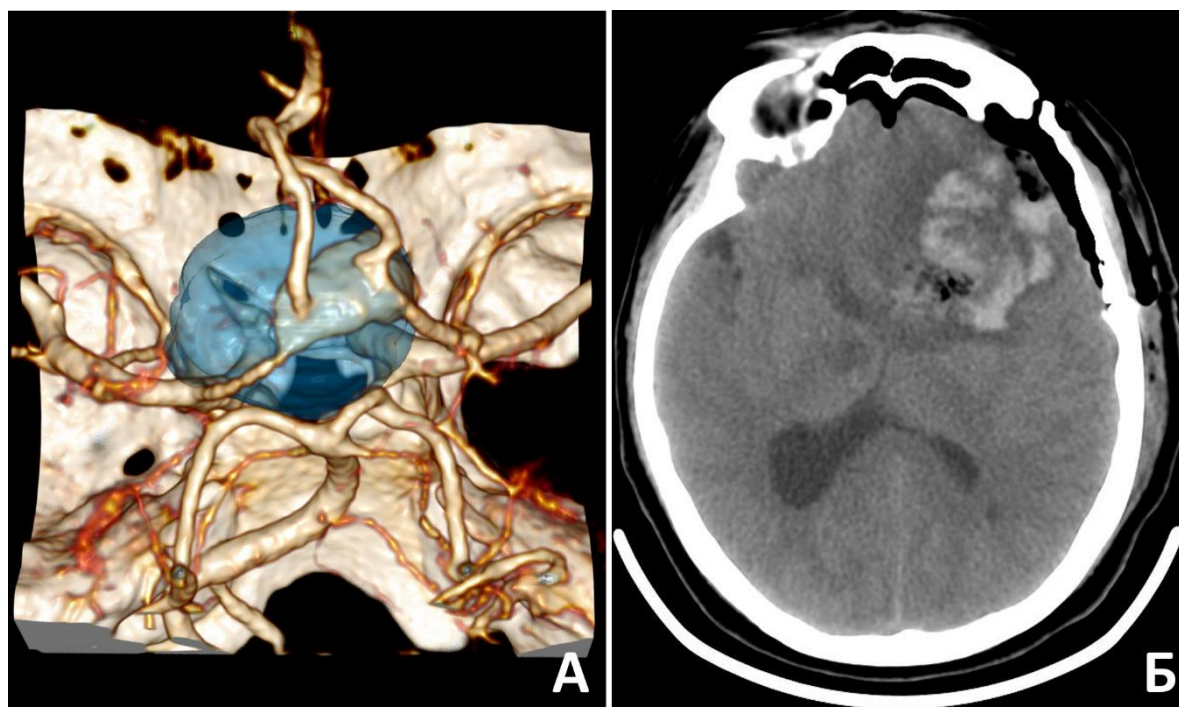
Развитие крупной тракционной гематомы после клипирования гигантской ЧТА ПСА. А – КТ-ангиография до операции, сегментирована тромбированная часть (синий цвет); Б – КТ на 1-е сутки после операции
